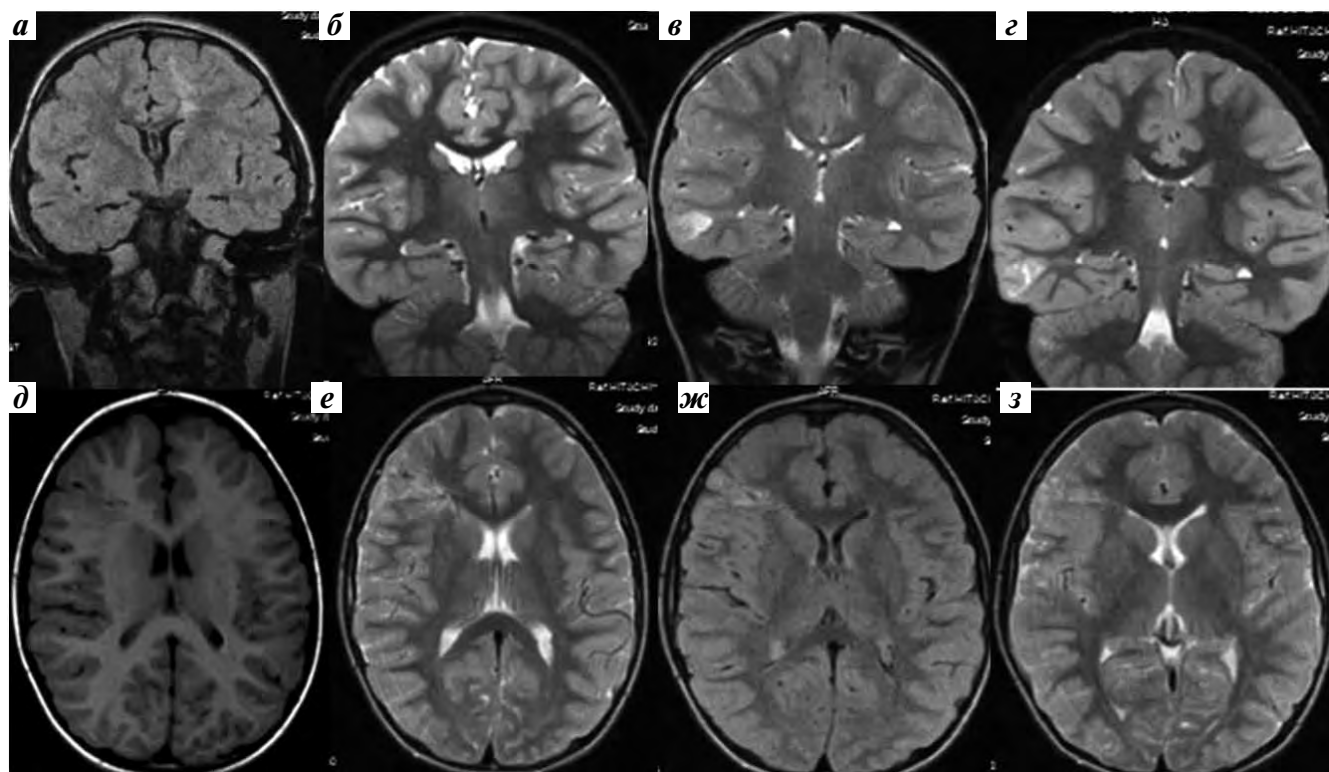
Специфические паттерны визуализации, встречающиеся при фокальной кортикальной дисплазии (ФКД) IIb и нейронально-глиальных опухолях. Верхний ряд: в левом лобно-теменном регионе в режимах FLAIR- и STIR-взвешенных изображений (ВИ) определяется линейный трансмантальный паттерн высокого сигнала, оканчивающийся в кортикальной пластинке (а, б). В режиме STIR-ВИ (б) сигнал аналогичен таковому от коры. Предположительно признаки ФКД IIb. В кортикальной пластинке заднелатеральных отделов правой височной доли визуализируется гириформный паттерн высокого сигнала в T2-ВИ, без признаков перифокального отека, масс-эффекта и контрастного усиления (в, г). Методика, приближенная к протоколу эпилептического сканирования, определяет треугольную конфигурацию зоны (основание ее находится в базальной мембране коры, а вершина трансмантально распространяется в сторону височного рога правого бокового желудочка), что создает изображение, похожее на хвост кометы (г). В режиме STIR-ВИ четко визуализируется мелкокистозная структура (в, г). Дифференциальный диагноз проводился между дизембриопластической нейроэпителиальной опухолью/ганглиоглиомой (ДНЭО/ГГ) и ФКД IIb. Нижний ряд: локальное утолщение кортикальной пластинки средней и верхней извилин лобной доли, сглаживающее дифференциацию на серое и белое вещество (д). Также отмечаются сосудистый матрикс и единичные мелкокистозные включения (д, е). Выявленные изменения контрастотрицательны. Отмечается треугольная конфигурация очага с основанием в кортикальной пластинке с распространением вершины в сторону бокового желудочка, что создает изображение, похожее на хвост кометы. Учитывая наличие сосудистого матрикса, было высказано предположение о наличии ФКД III типа (по классификации ILAE 2011 г.) с дифференциальным диагнозом ДНЭО/ГГ
